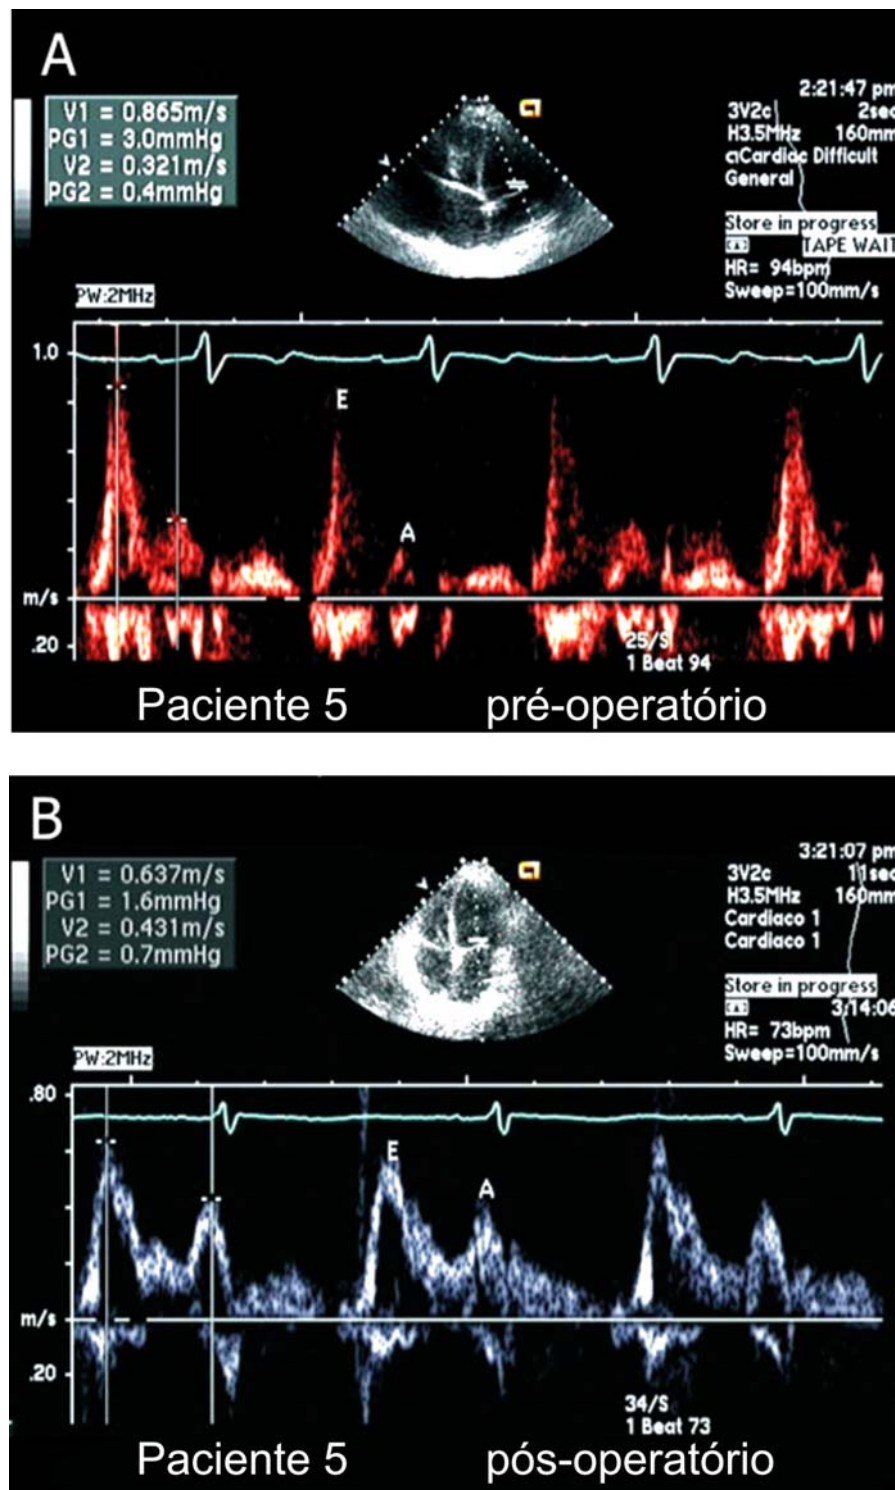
Mostra-se em corte apical quatro câmaras, obtenção de Doppler pulsado do fluxo mitral, exemplificando medidas de suas velocidades. Do pré- para pós-pericardiectomia houve redução da relação E/A de 2,7 (A) para 1,5 (B).
